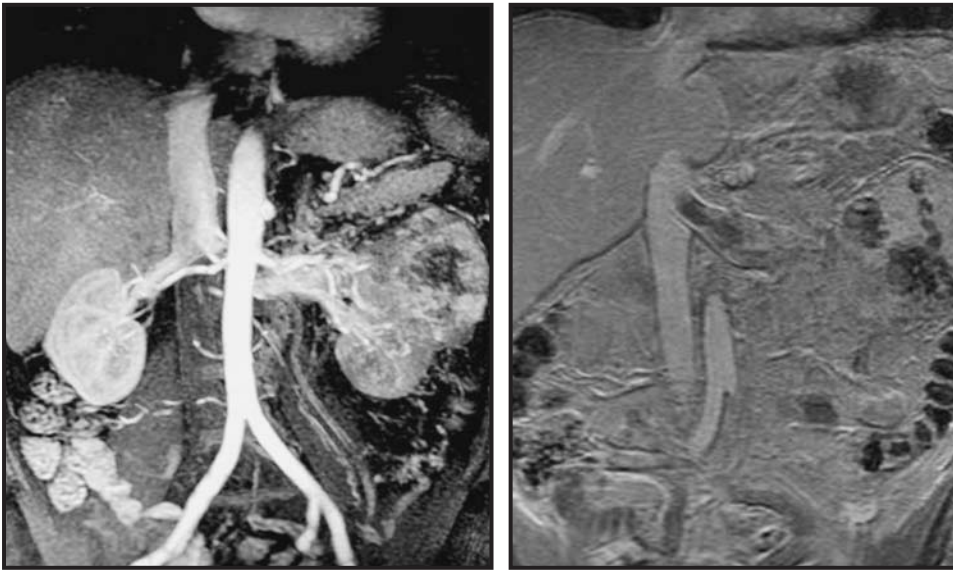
RM de primer paso y en la fase de equilibrio renal. a) Imagen MIP coronal de primer paso en la técnica dinámica que muestra la fase arterial en un paciente con hipernefroma izquierdo. b) Imagen MIP coronal en la fase de equilibrio en técnica de alta resolución 2D en supresión grasa delimitando el trombo en extensión desde la vena renal izquierda hasta la vena cava inferior.
